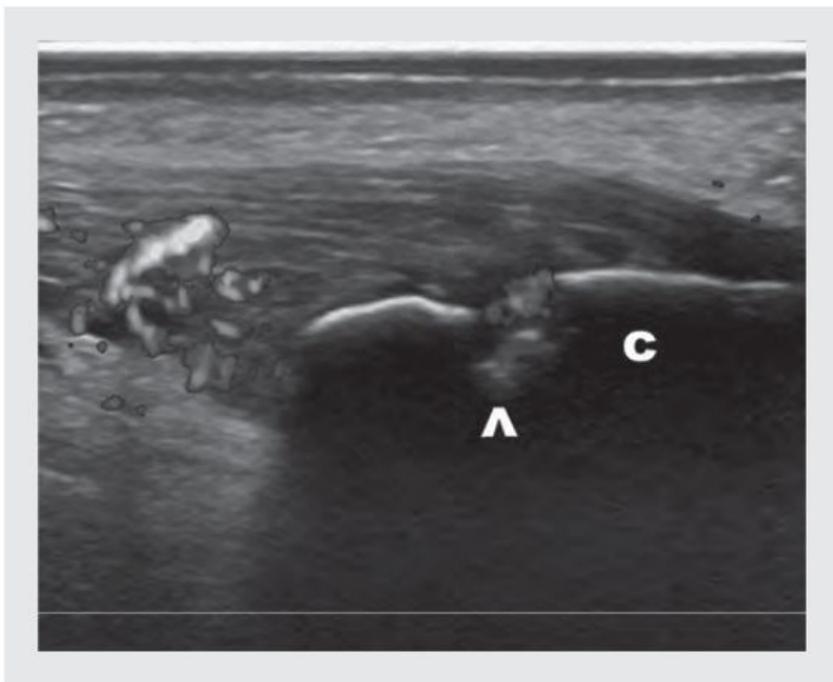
■ Imagen ecográfica longitudinal del tendón de Aquiles que presenta entesopatía en modo B (engrosamiento hipoecoico) y señal de Doppler en la entesis (cabeza de flecha) y en el cuerpo del tendón. c: hueso calcáneo.
